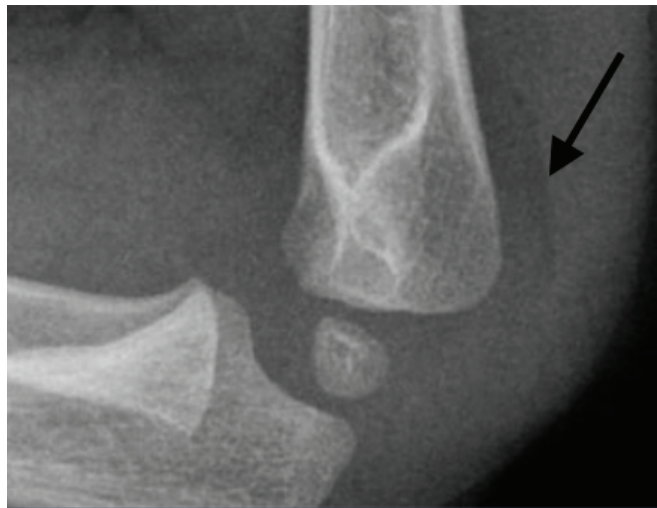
Lateral radiograph of a pulled elbow (*right*) where the proximal radial length is 2 mm
